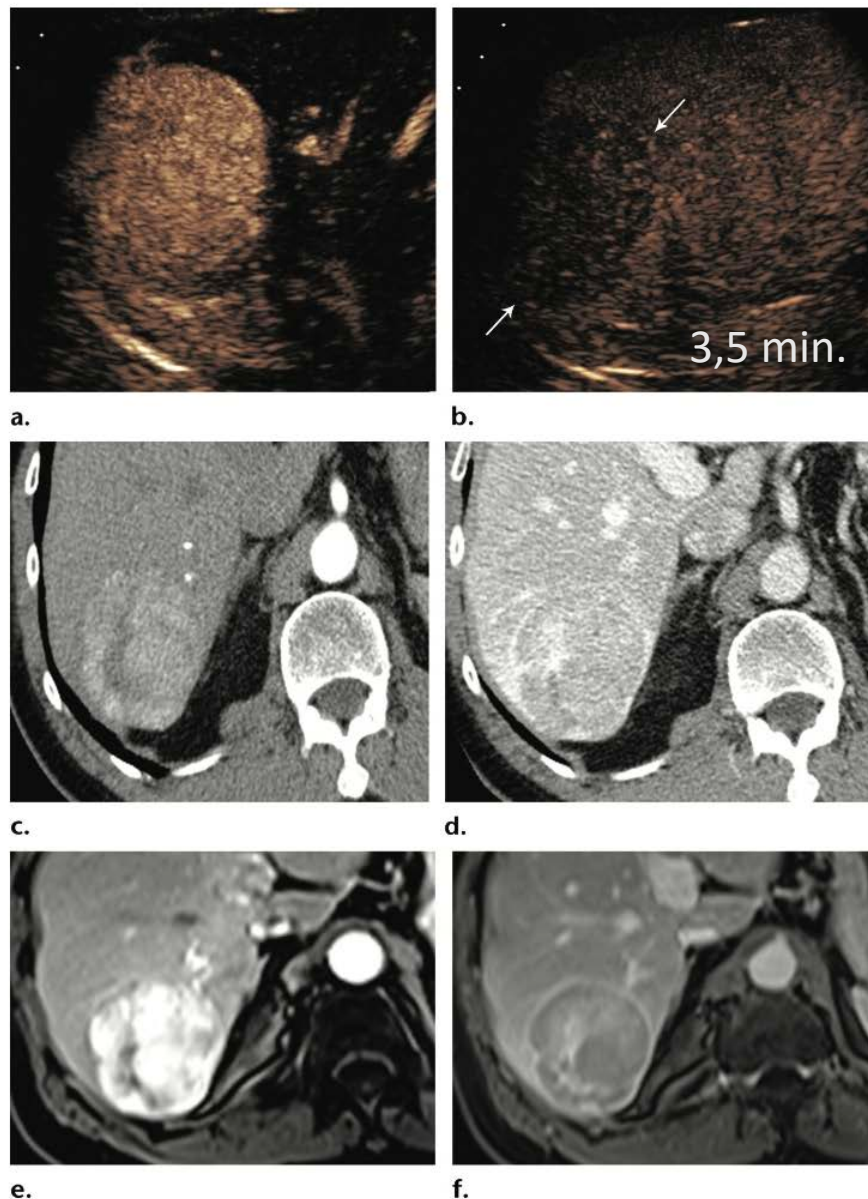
Concordance of contrast enhancement and washout among CEUS (a, b), axial CT (c, d), and axial MR (e, f) images of an HCC in a 62-year-old man. Arterial phase diffuse hyperenhancement is depicted on the CEUS (a), axial CT (c), and axial MR (e) images. Washout is depicted on a CEUS image (arrows on b) obtained at 3.5 minutes and on axial portal venous phase CT (d) and MR (f) images.
